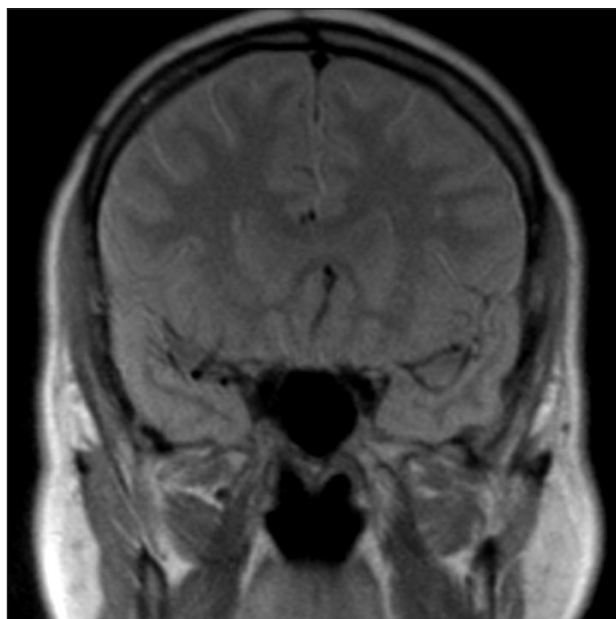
Томограмма больного М. PD фронтальная проекция
